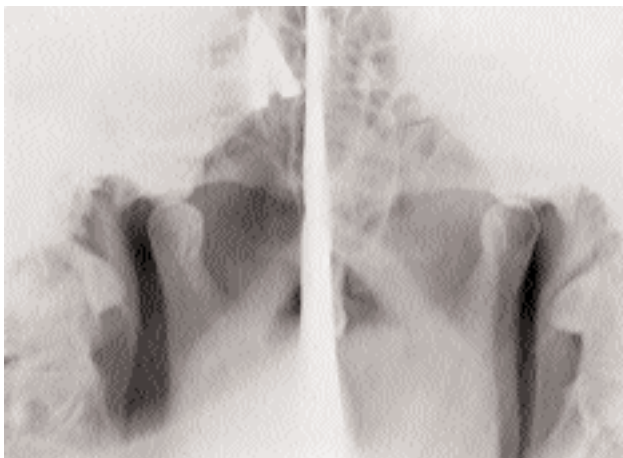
Рентгенограммы височно-нижнечелюстных суставов с открытым ртом по Парма.
